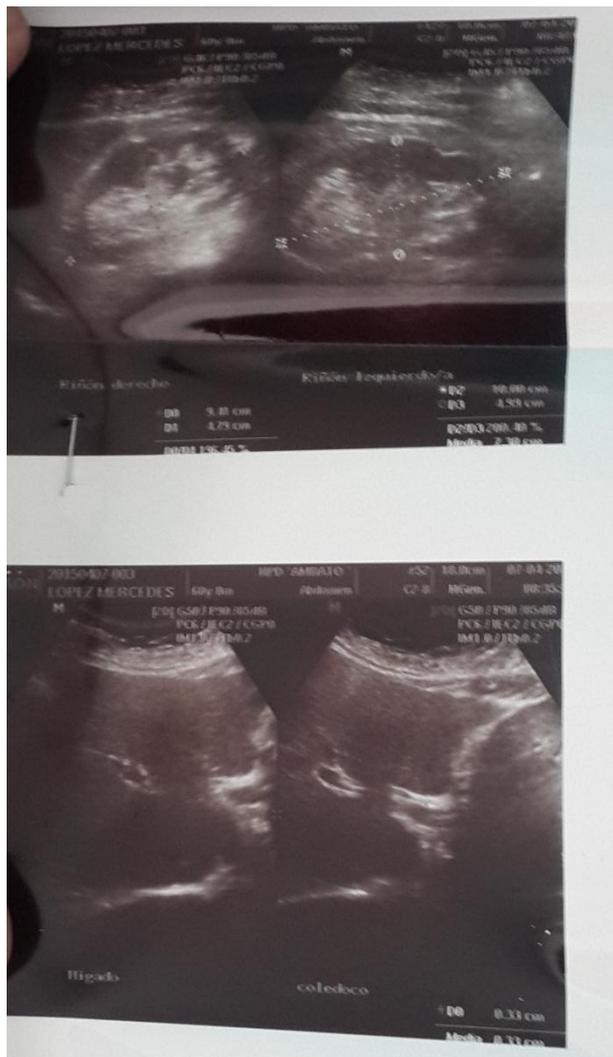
Ecografía Abdominal. (07/04/2015)
